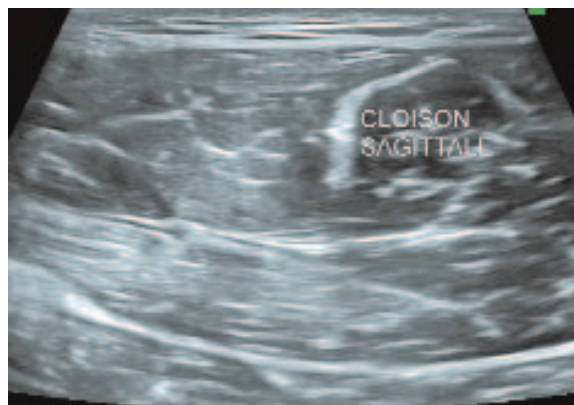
Cloison sagittale normale en échographie : bande fine hyperéchogène bien limitée.
